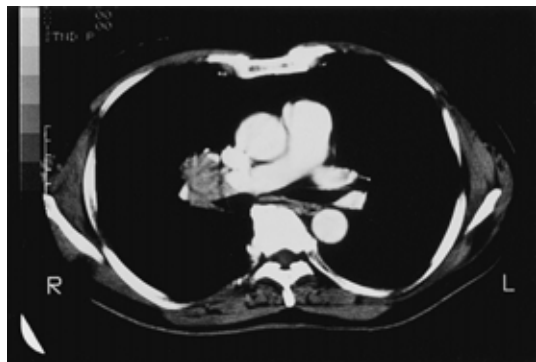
Chest CT scan demonstrating a mass shadow adjacent to the right pulmonary artery.
